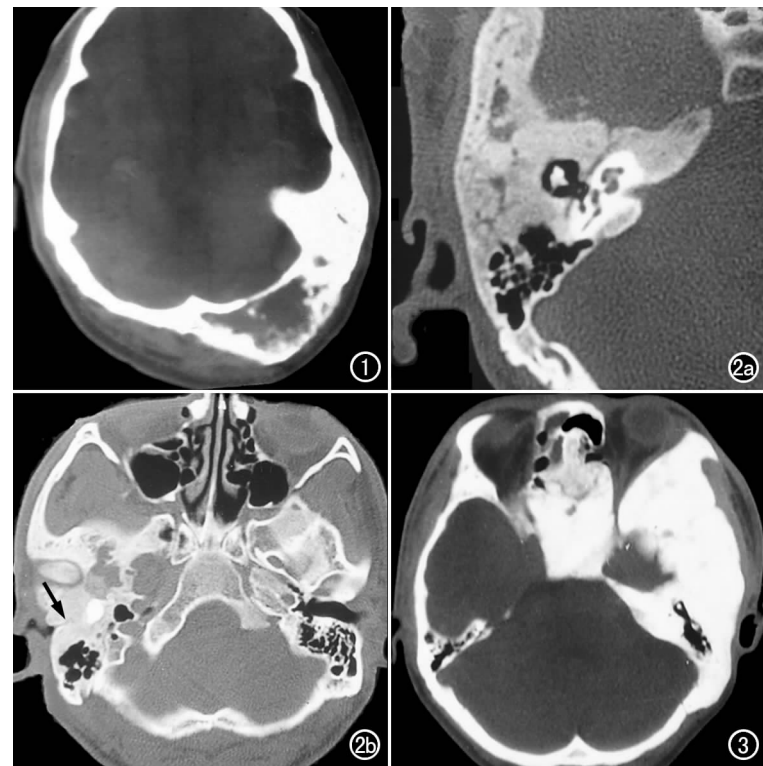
左侧颞骨岩部、乳突部及邻近的枕骨膨大,密度增高,其内见点状、片状低密度区。图 2 右侧颞骨骨纤维异常增殖症。a) HRCT 示右侧颞骨岩部、乳突部及鼓部膨大,密度弥漫性增高,其内可见散在点状低密度区,呈地图状改变; b) 稍下层面 HRCT 示右侧外耳道骨性狭窄(箭),其内可见软组织影,术后证实为胆脂瘤。图 3 左侧颞骨及颧骨膨大,密度均匀增高,左鼓室缩小。
